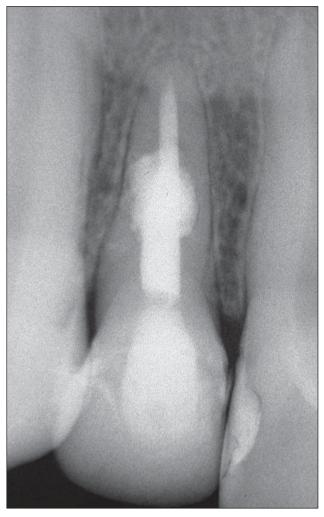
Radiografía posoperatoria 26 meses después. Se observa la neoformación de la cortical ósea y la reparación de la zona radiolúcida lateral.
